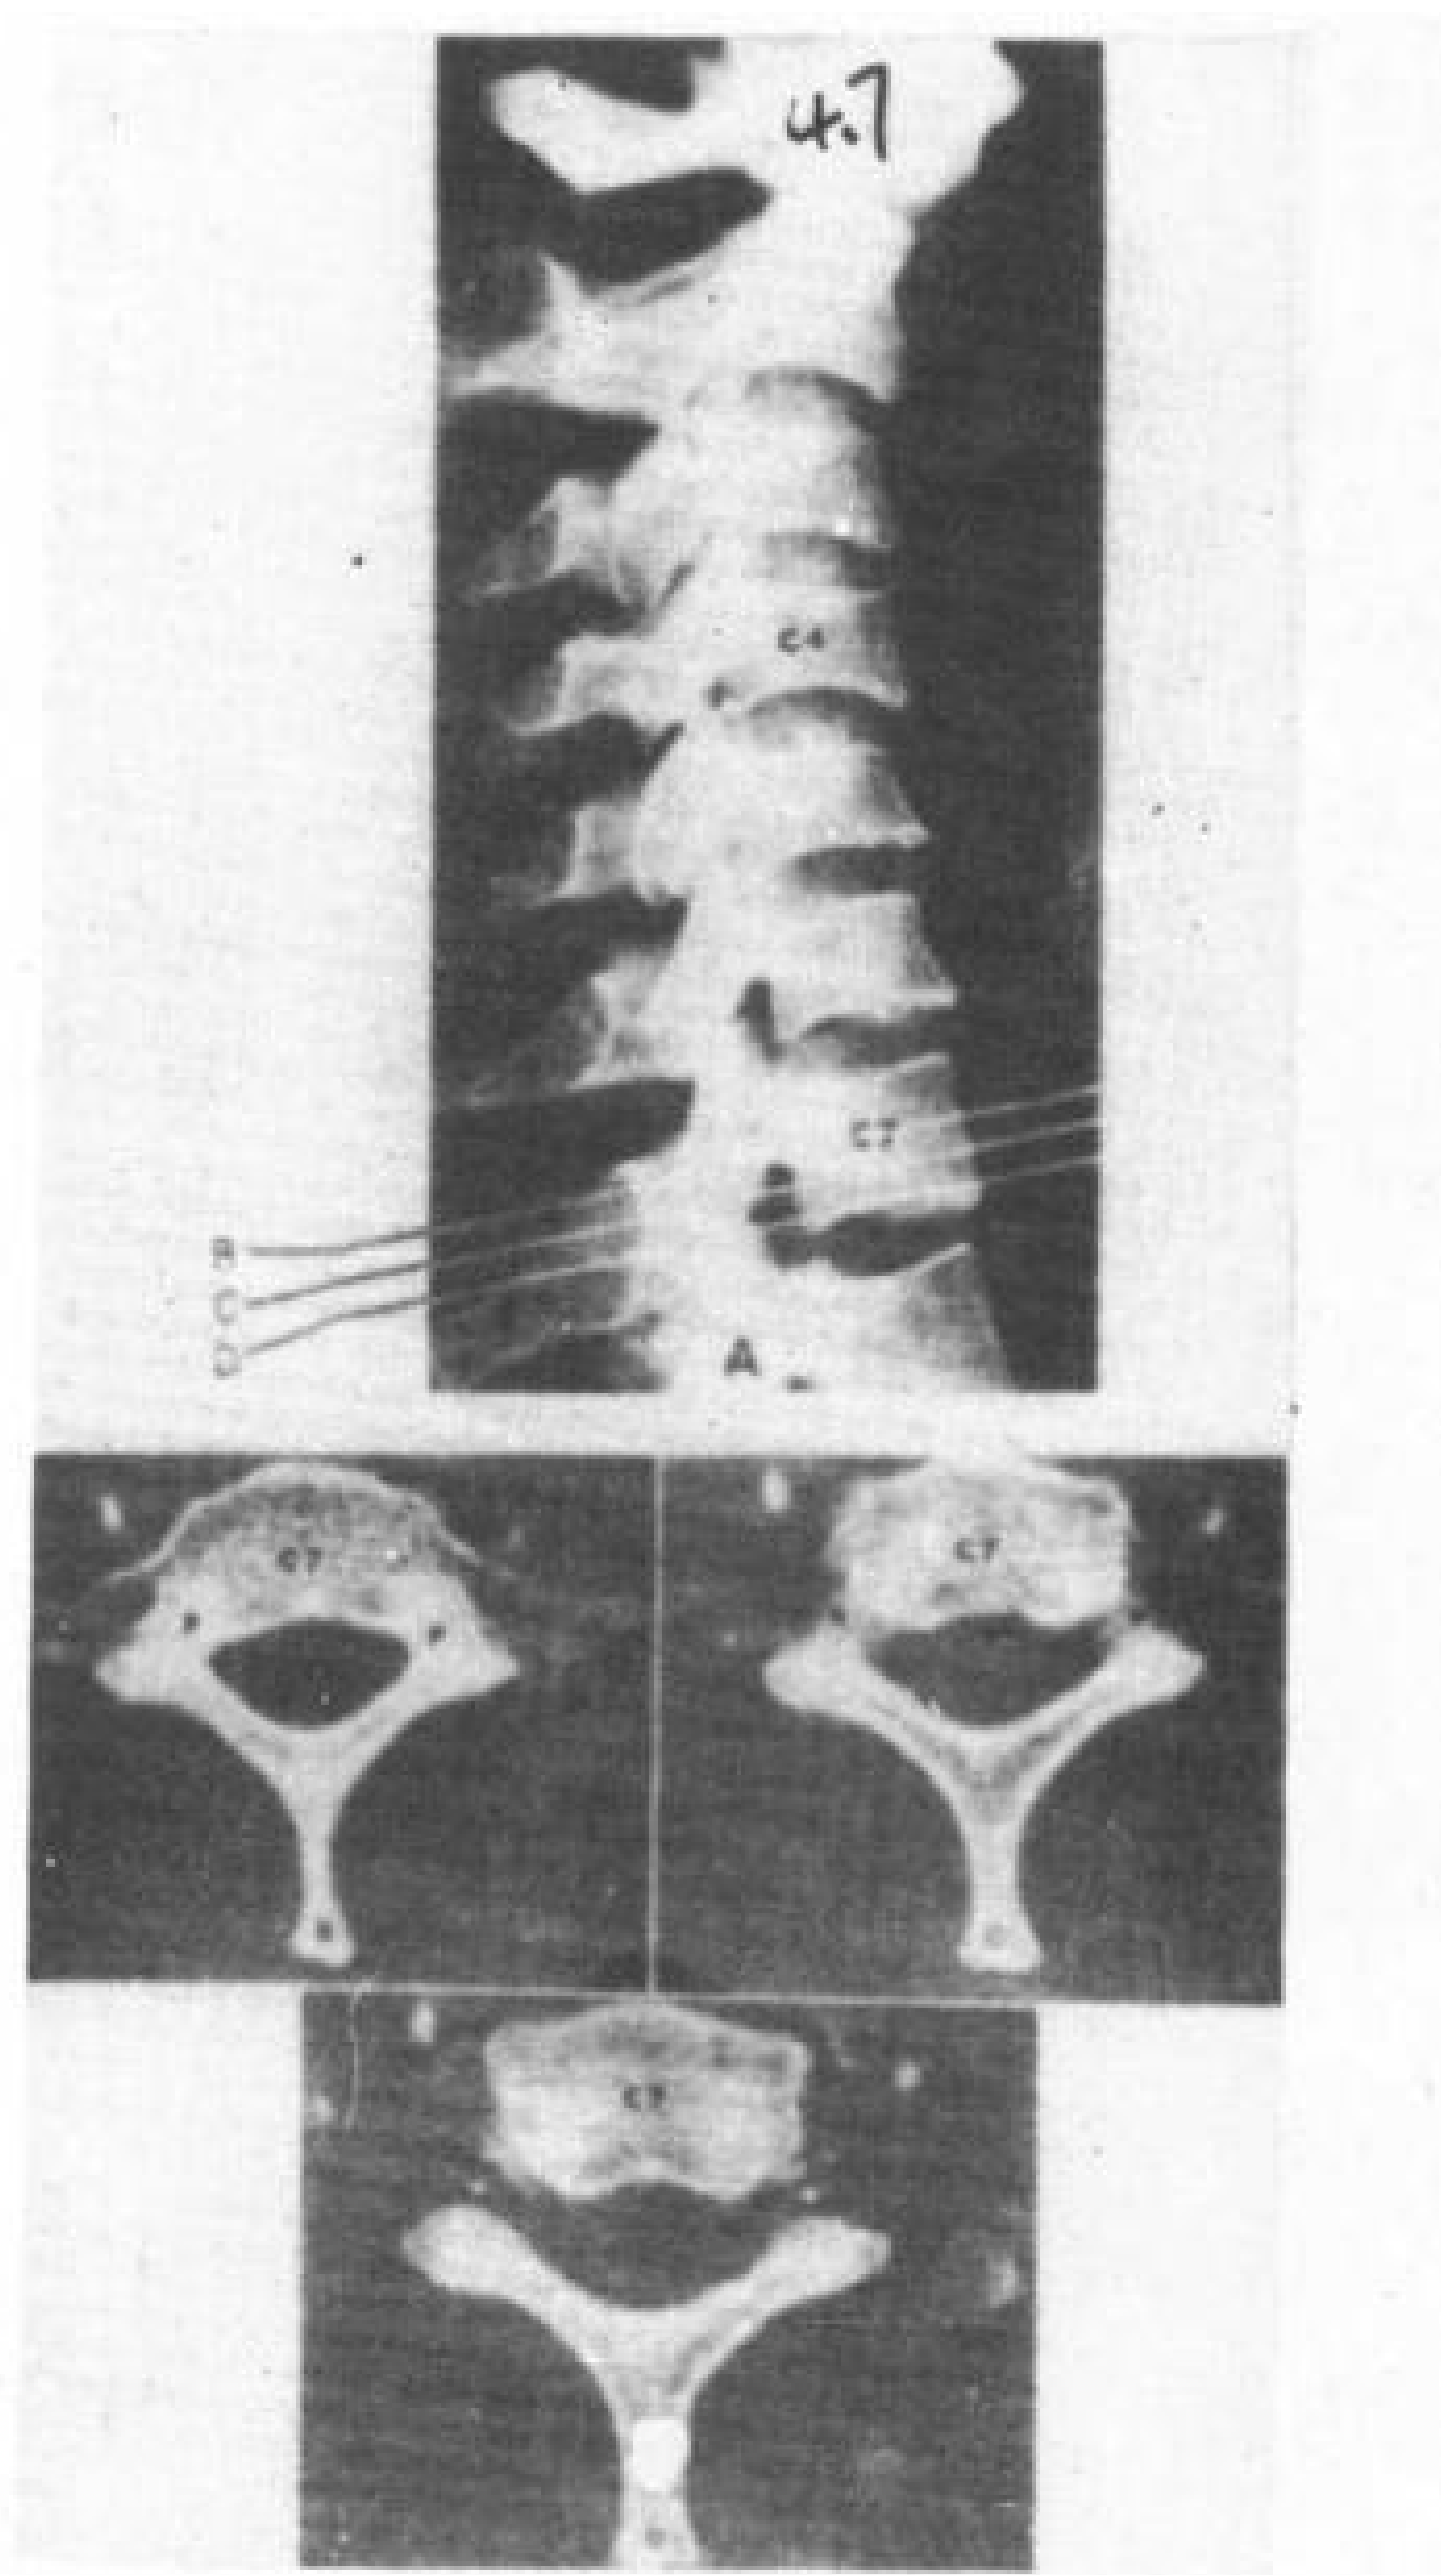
A. 颈椎 X 线侧位片。B—D. C<sub>7</sub> 不同层面的 CT 象。B 为椎弓根平面；C 为椎间孔平面 (↑)；D 为低位椎间孔 (⊕) 及上关节面 (⊕) 平面。
